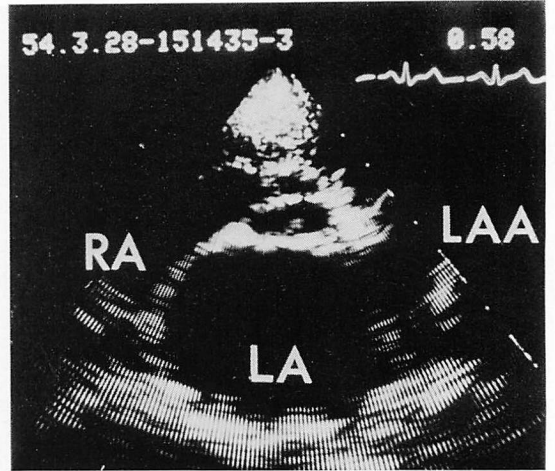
Two-dimensional echocardiogram from a patient with left atrial thrombus in the appendage.
